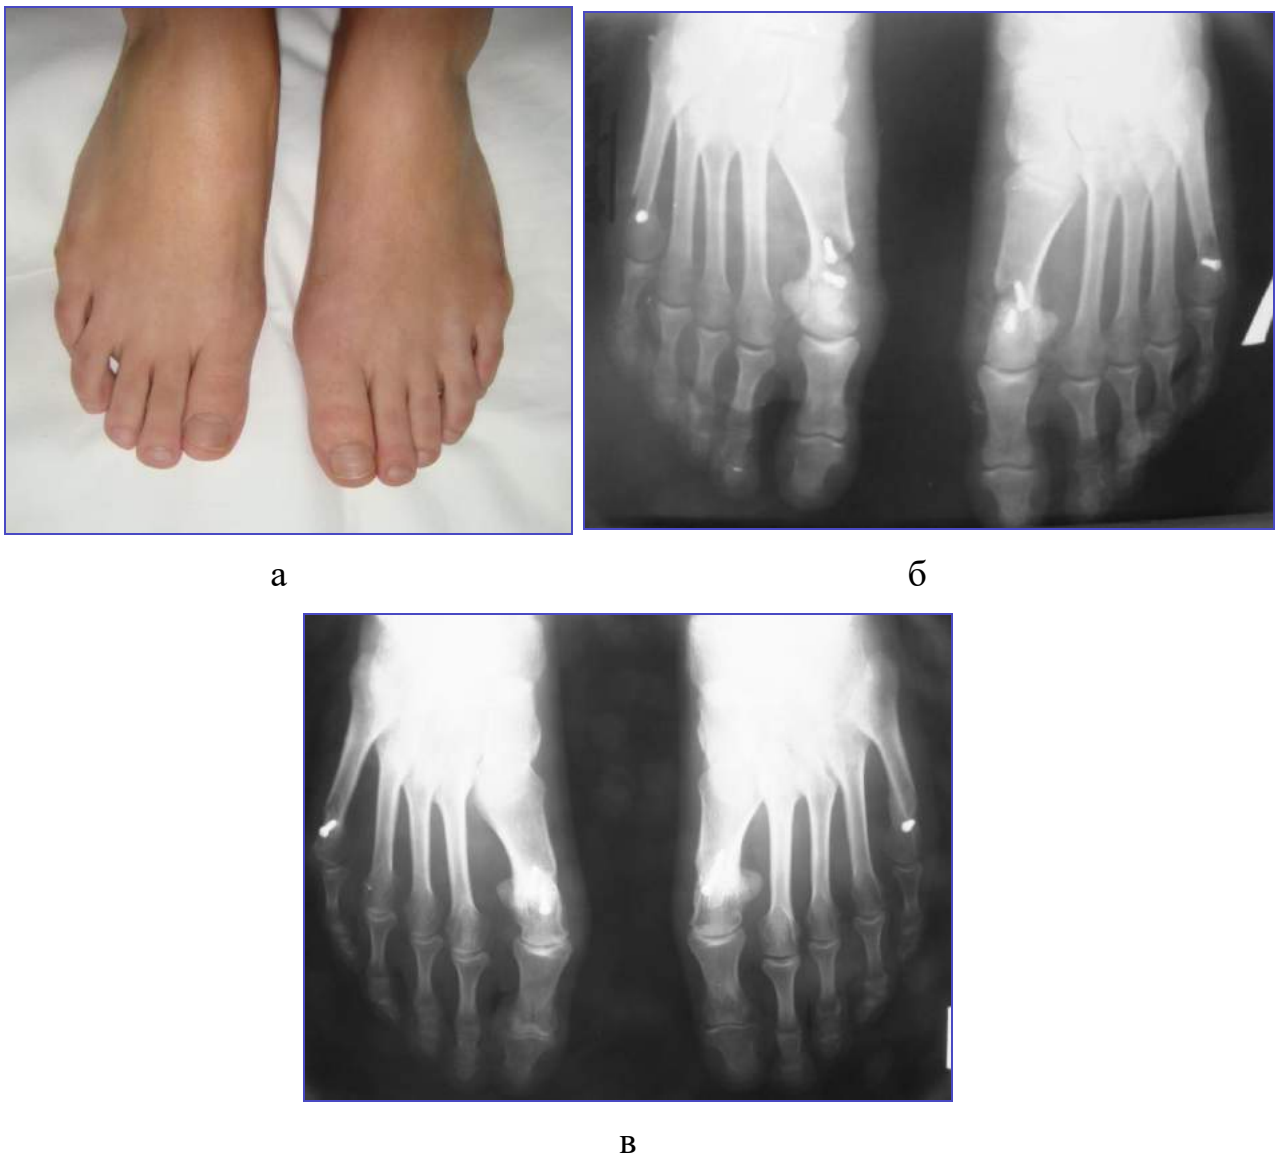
Зображення стоп пацієнтки з НV I ст. та деформацією quintus varus через 1,5 року (а) після хірургічного втручання. Фотовідбитки з рентгенограм переднього відділу стоп після операції (б) та через 1,5року (в) після хірургічного втручання.
